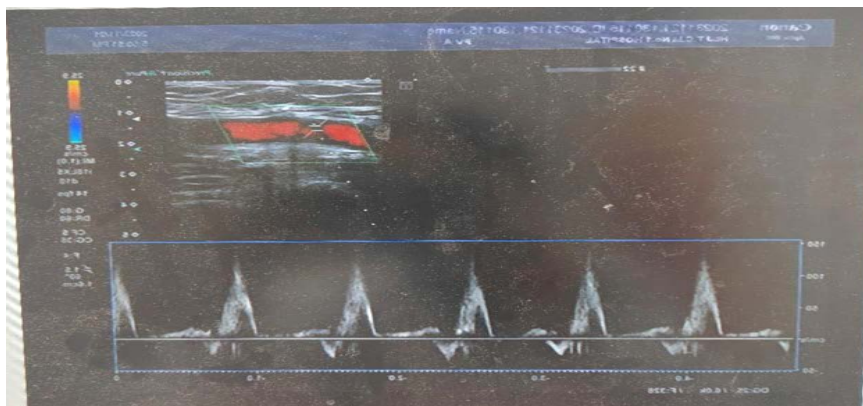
Lower extremity color doppler ultrasound
